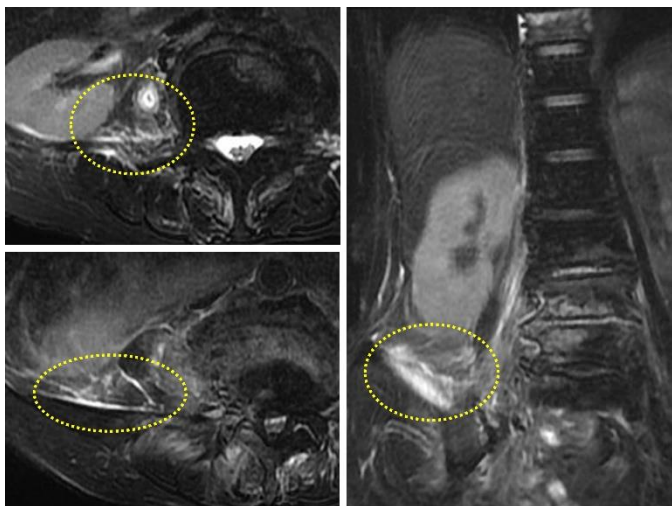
MRI 所見 : L4/5 で椎間板、椎体に T2WI 高信号域があり化膿性脊椎・椎間板炎が疑われ、右大腰筋には T2WI 高信号域があり、内部の比較的強い高信号から液貯留。右腸腰筋にも浮腫を疑う信号変化を認めた
